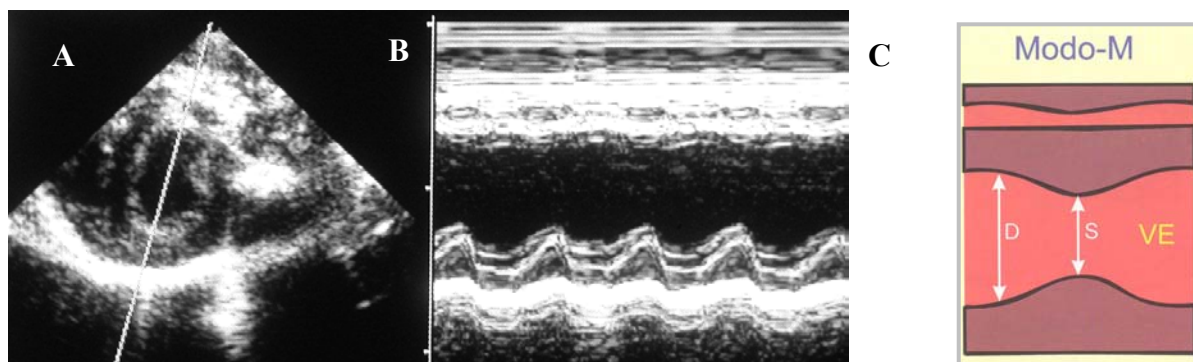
Medida de fração de encurtamento no ecocardiograma. (A) Modo bidimensional de um corte transversal do VE na altura dos papilares. (B) Modo M guiado pelo bidimensional em A. (C) A partir da relação do diâmetro do VE em sístole e em diástole é calculada a fração de encurtamento ($FE = (DDVE - DSVE) / DDVE * 100$)
